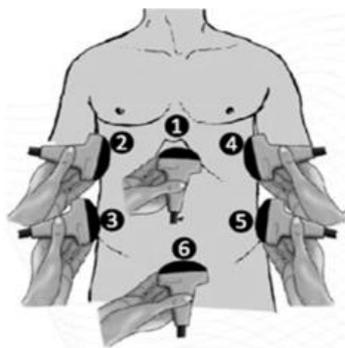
Ultrasound (US) probe positions used in focused assessment with sonography for human immunodeficiency virus-associated tuberculosis (FASH) protocol. (1) Epigastric/subxiphoidal transverse view, (2) longitudinal pleural view right, (3) longitudinal right flank/upper quadrant view, (4) longitudinal pleural view left, (5) longitudinal left flank/upper quadrant view, and (6) transverse pelvic view (adapted from Heller et al. 2012<sup>11</sup>).
